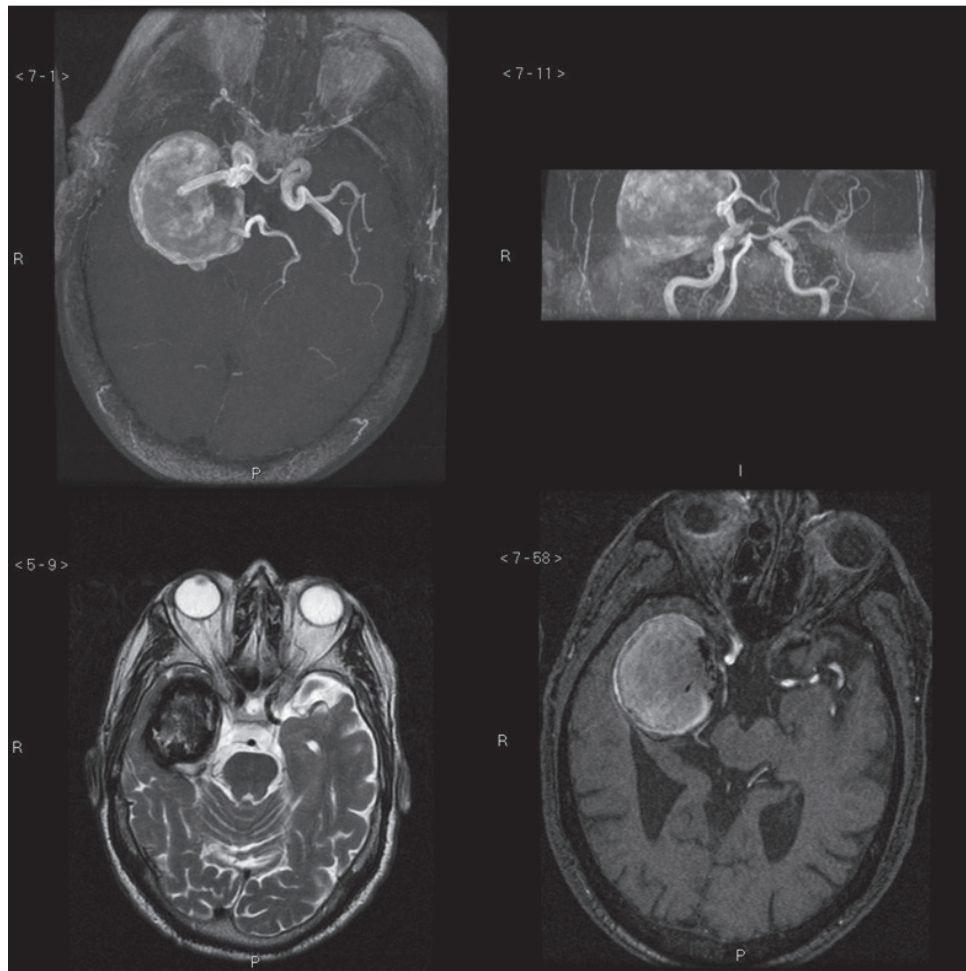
RM craneal y angioRM cerebral empleando técnicas TOF y contraste que muestra aneurisma gigante en la bifurcación de la arteria carótida interna derecha, de 48,5 mm de diámetro máximo, observándose paso de contraste a su interior, y aneurisma en la bifurcación de la arteria de la arteria cerebral media derecha de 5 mm de diámetro máximo
